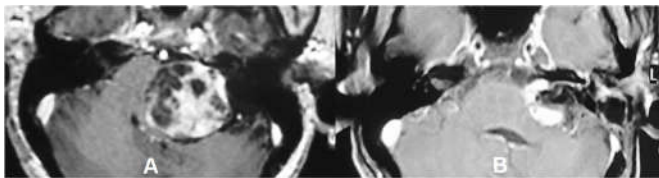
Incompletely tumor removal in MRI image (record 7960).
